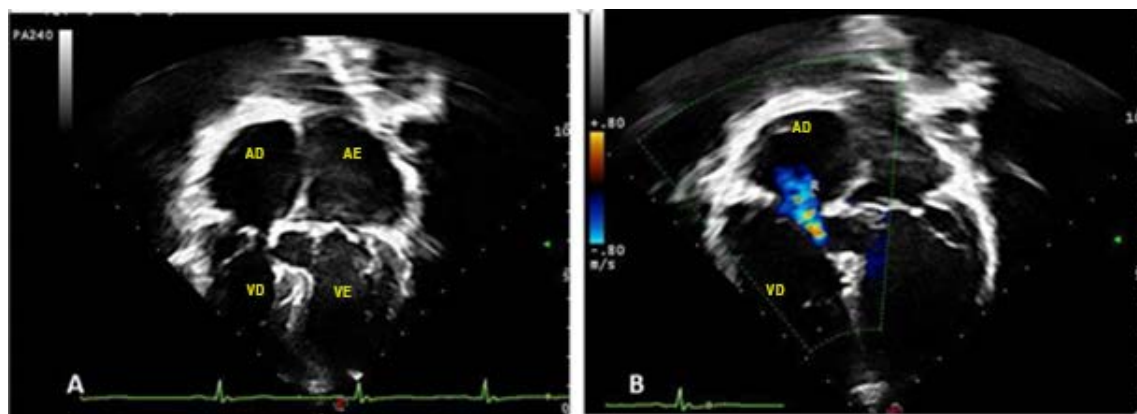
Ecocardiograma mostra em corte subcostal de 4 câmaras as cavidades cardíacas de dimensões normais, os defeitos fechados, com boa coaptação valvar atrioventricular, em A e B. AD: átrio direito; AE: átrio esquerdo; VD: ventrículo direito; VE: ventrículo esquerdo.
